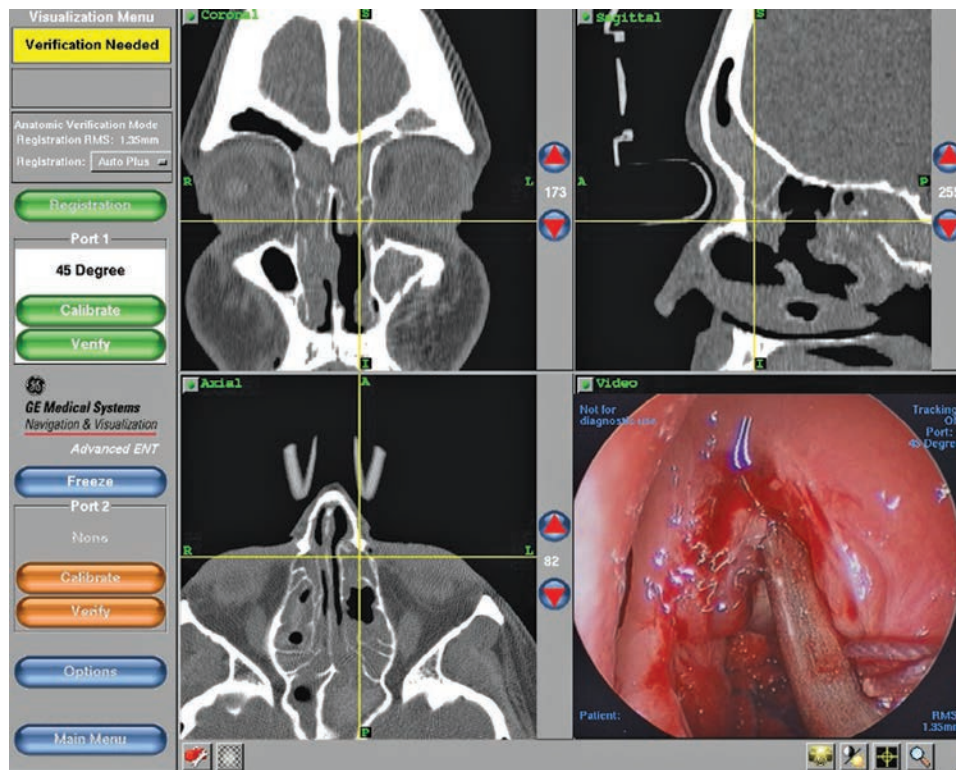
Imagen en tres planos que revela la proximidad a estructuras críticas, como la pared orbitaria y la base del cráneo. Esto puede usarse en el diagnóstico de la opacificación sinusal y en la navegación transoperatoria estereotáctica, durante la cual la vista endoscópica (abajo a la derecha) puede correlacionarse mediante la radiografía con la localización en los tres planos cardinales. Este caso refleja la sinusitis micótica alérgica típica en la que los senos opacados están llenos con material blanquecino heterogéneo en las imágenes por CT. Los pólipos en la cavidad etmoidal se observan en la imagen endoscópica.
